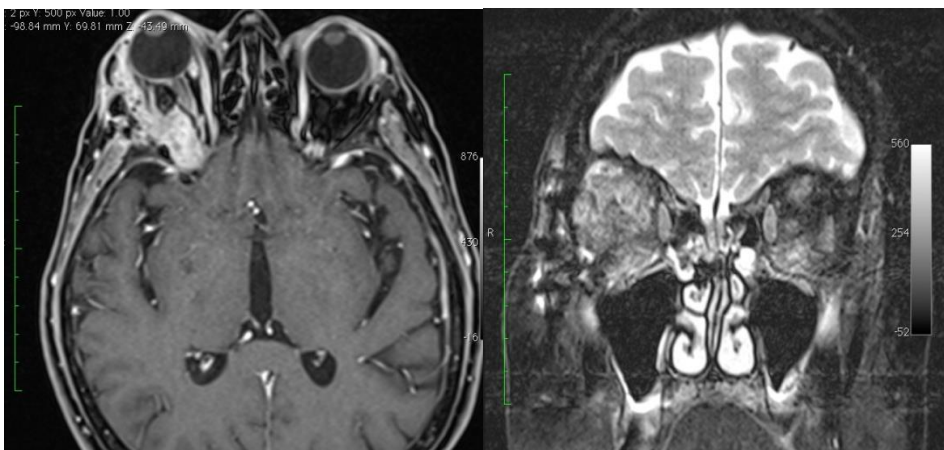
Obrazy rezonansu magnetycznego Pacjenta nr 1 w momencie rozpoznania choroby.
